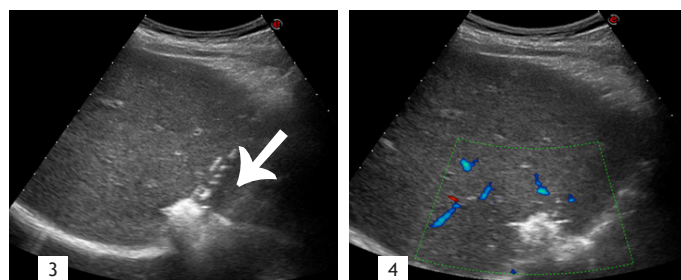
Основной этап операции. Лазерная деструкция опухолевого очага под УЗИ-контролем. Формирование гиперэхогенного «облака»
